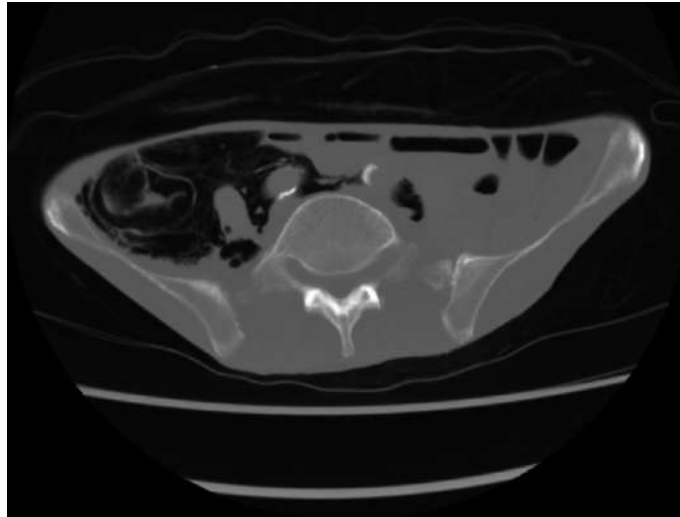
腹部単純CT 軸位断(上), 冠状断(下)
